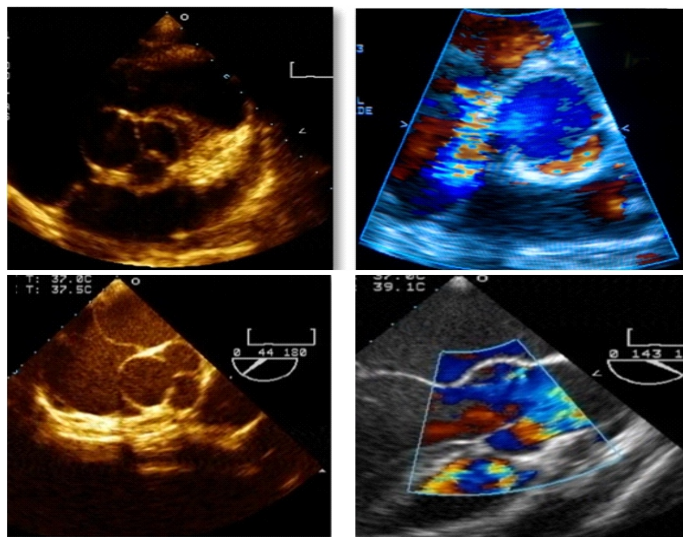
Ecocardiograma donde se evidencia aneurisma de Valsalva.
